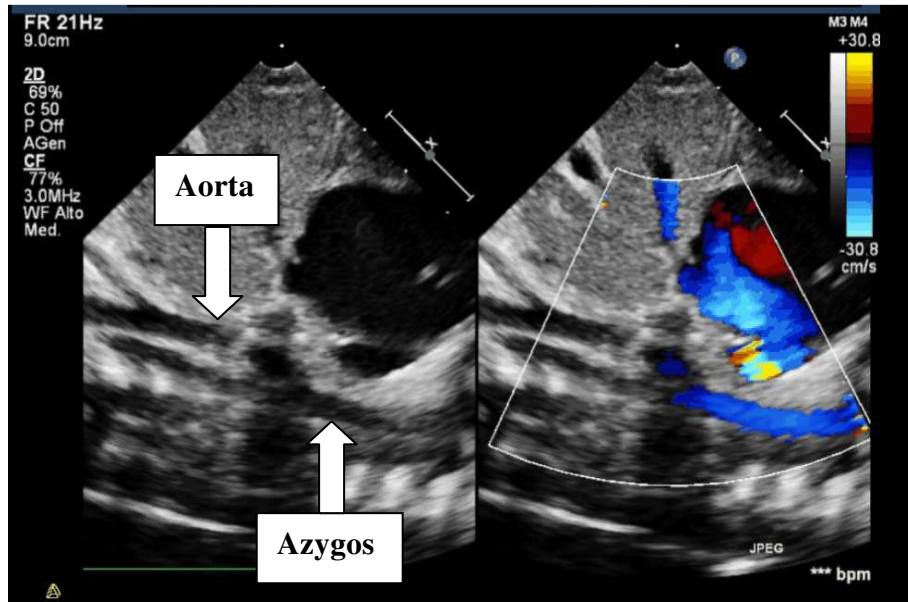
Ecocardiogramma color-Doppler, in altro proiezione sottocostale asse lungo, in basso asse corto, l'aorta è in posizione quasi mediana rispetto al rachide, non si osserva vena cava inferiore che è interrotta nella porzione sottorenale e sostituita dalla vena azygos che decorre in posizione posteriore e destra rispetto all'aorta. Con il color-Doppler si apprezza la direzione del flusso venoso che è codificata in blu, quindi in senso caudo-craniale, opposta al flusso che si osserva normalmente nella stessa proiezione in aorta, che è tipicamente codificata in rosso, per la sua direzione cranio-caudale.
